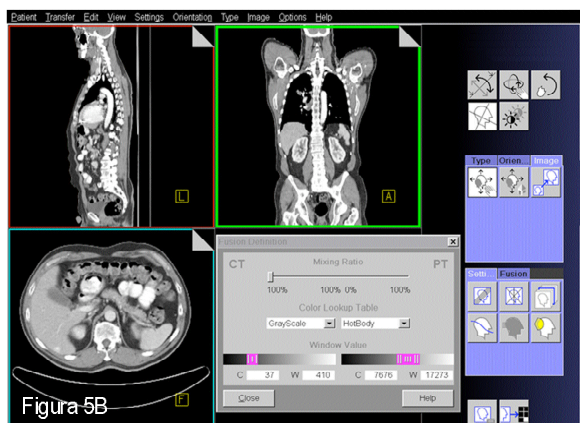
Pantalla de la estación de trabajo de la PET/TC. Imágenes de TC.
